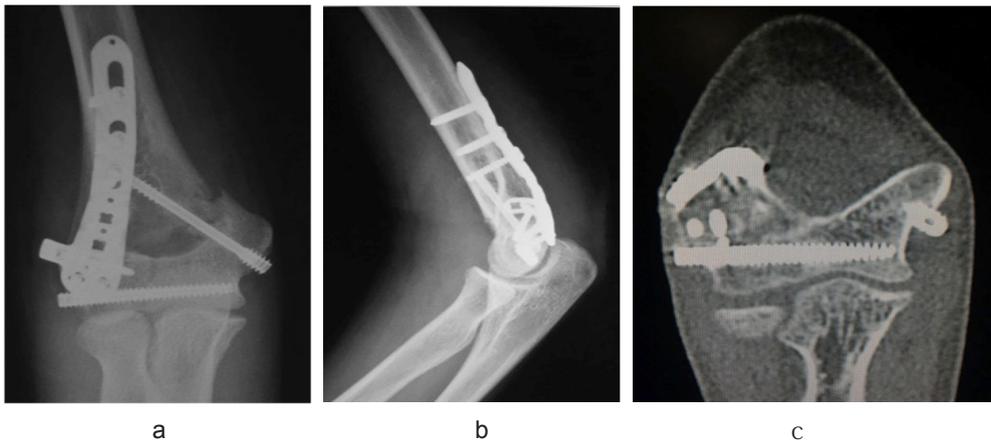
a. 術後単純X線写真正面. b. 側面. c. 3D-CT
